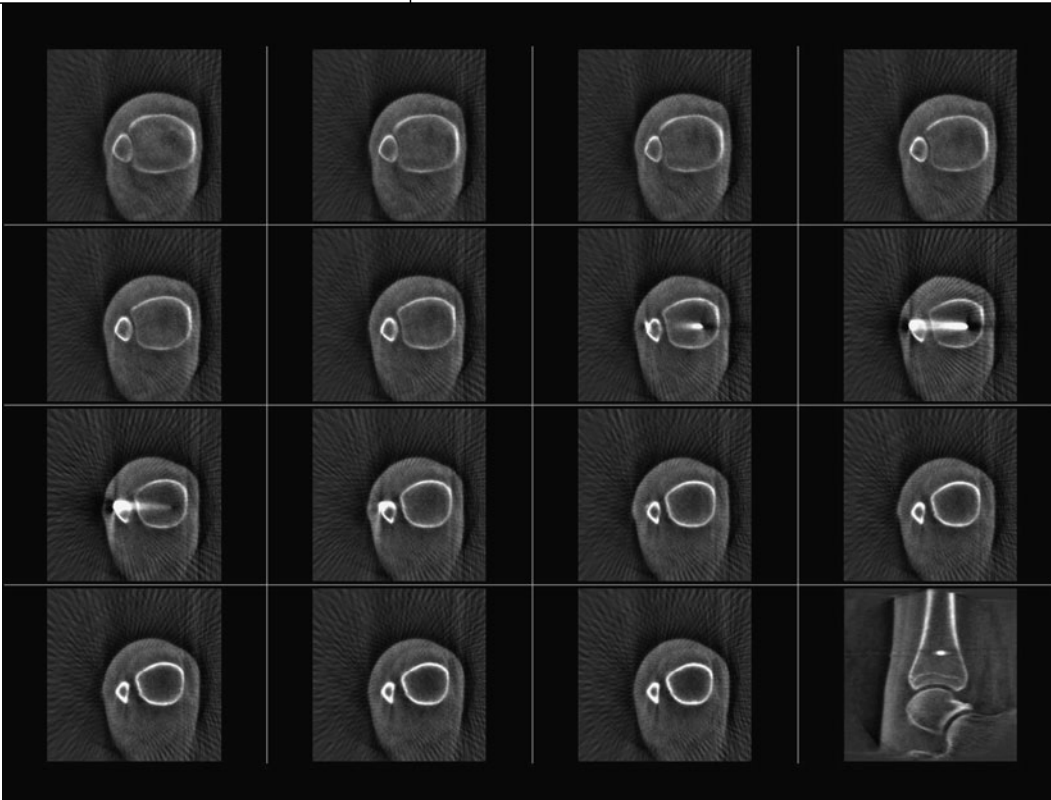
◀ CT-ähnliche Qualität des Scans am oberen Sprunggelenk
